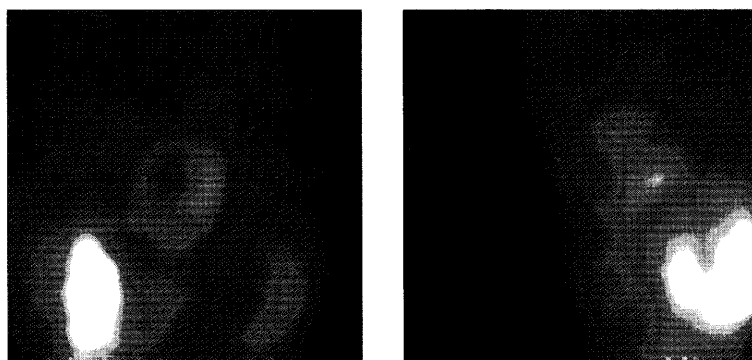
前壁心筋梗塞症例に対する低～高用量ドパミン負荷時の Gated SPECT データ収集 (Kumita S, et al. J Nucl Cardiol 2001; 8: 152 より引用)
